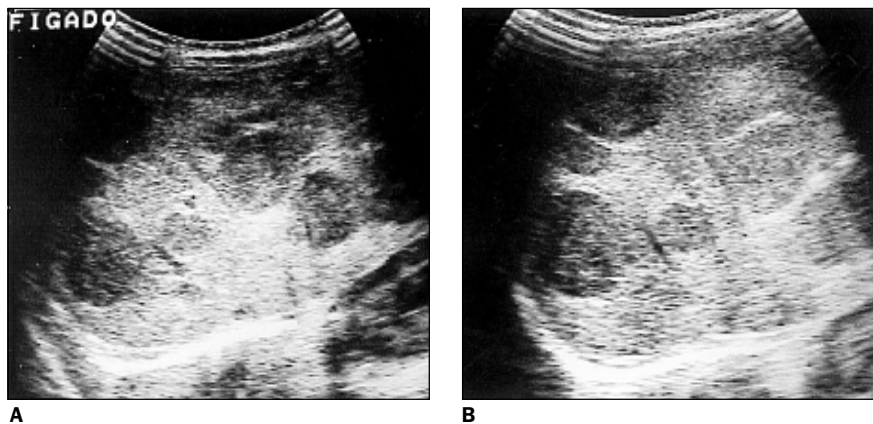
Ultra-sonografia do abdome mostra fígado com múltiplos nódulos hipocogênicos, homogêneos, distribuídos difusamente no parênquima hepático.
